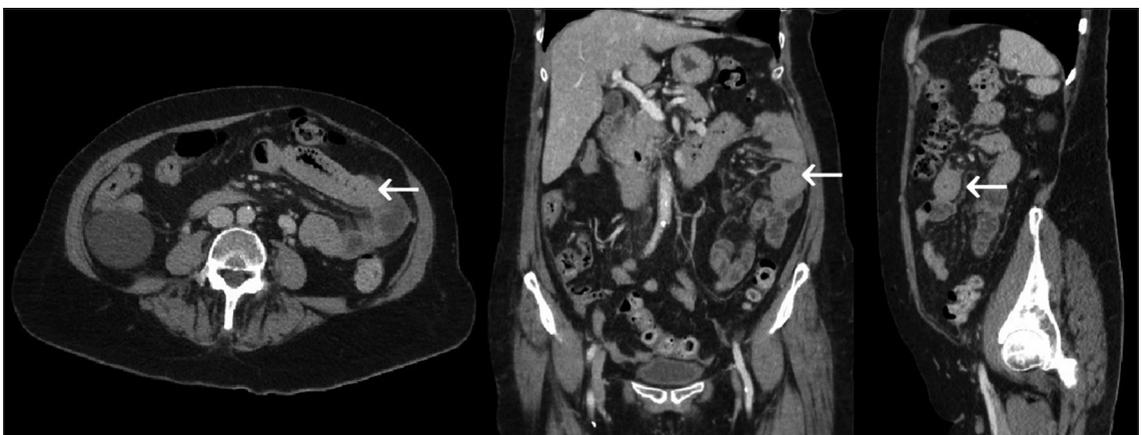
Tomografía computada de control al 5º día de hospitalización. Flecha indica regresión de hematoma intramural. Además, se evidencia resolución de hemoperitoneo.
